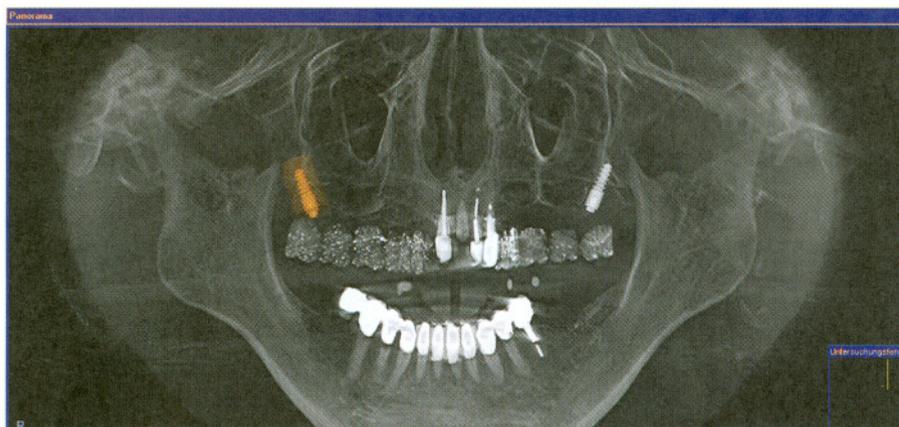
Panoramaansicht mit diagnostischer Aufstellung mit bariumsulfathaltigem Kunststoff, der sich röntgenopak darstellt
